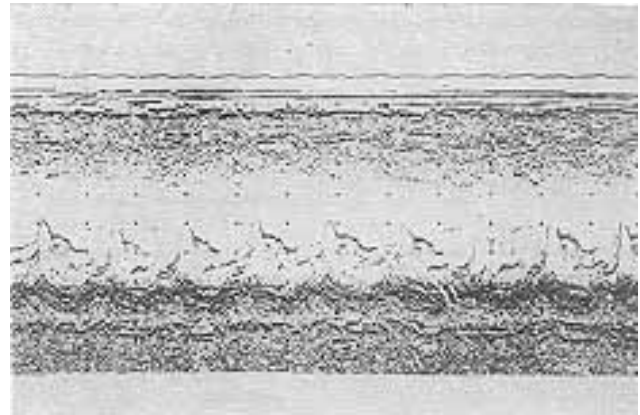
Ecocardiograma, mostrando movimentação posterior na meso e telessístole do folheto posterior da valva mitral.
